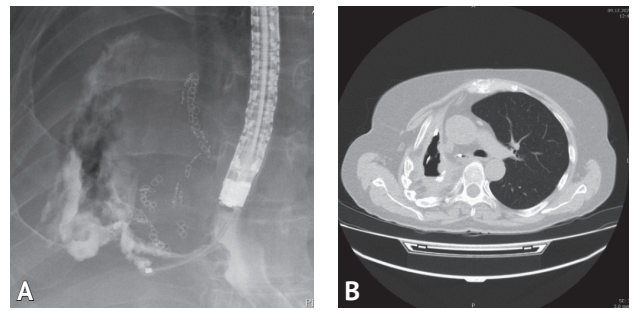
Пациентка В., 66 лет. А – рентгенограмма: эндоскопическое исследование пищевода с рентгенфистулографией. В свищевой ход пищевода введен катетер через канал эндоскопа. Контрастное вещество поступает в правую плевральную полость; В – компьютерная томограмма: остаточная плевральная полость справа с жидкостным содержимым и включением кальцинатов
